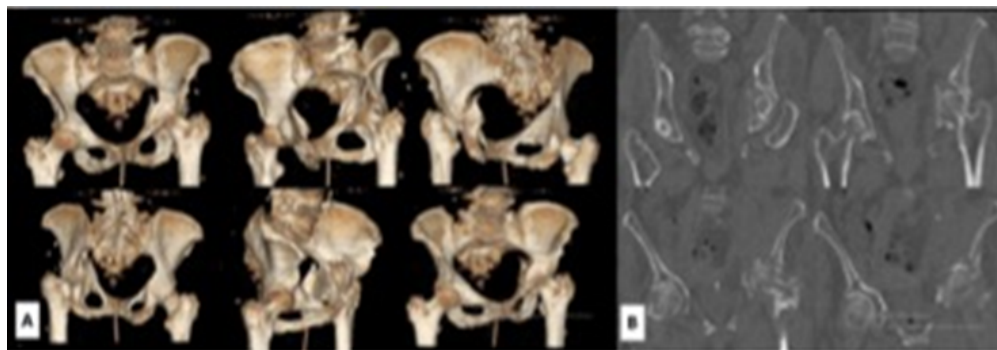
TAC 3D se observa la afectación de AC de acetábulo izquierdo, compromiso de la CA y lámina cuadrilátera, conminución e impactación del techo supero medial. B- TAC Coronal, desplazamiento medial de la cabeza femoral.
